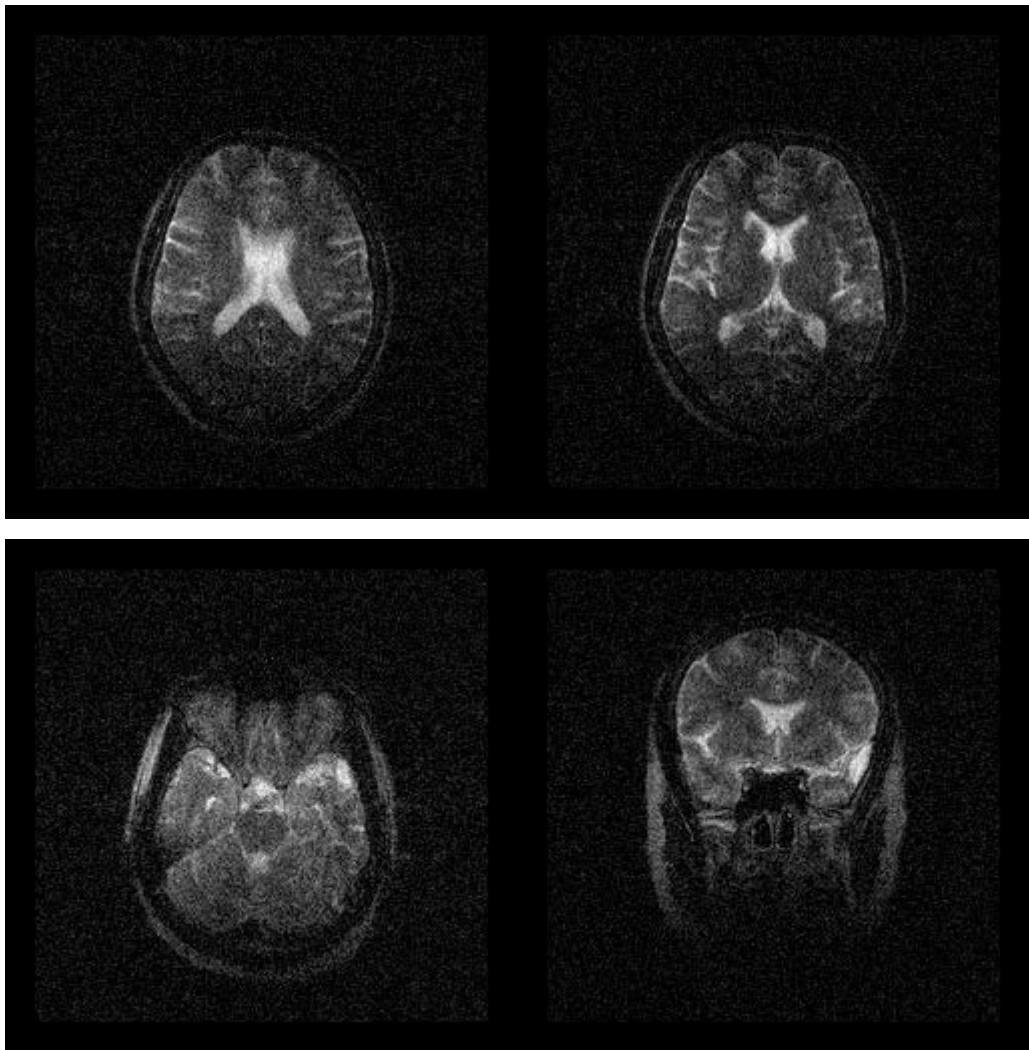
МРТ головного мозга больного С-ва, 1963 г. рожд. Пояснения в тексте
